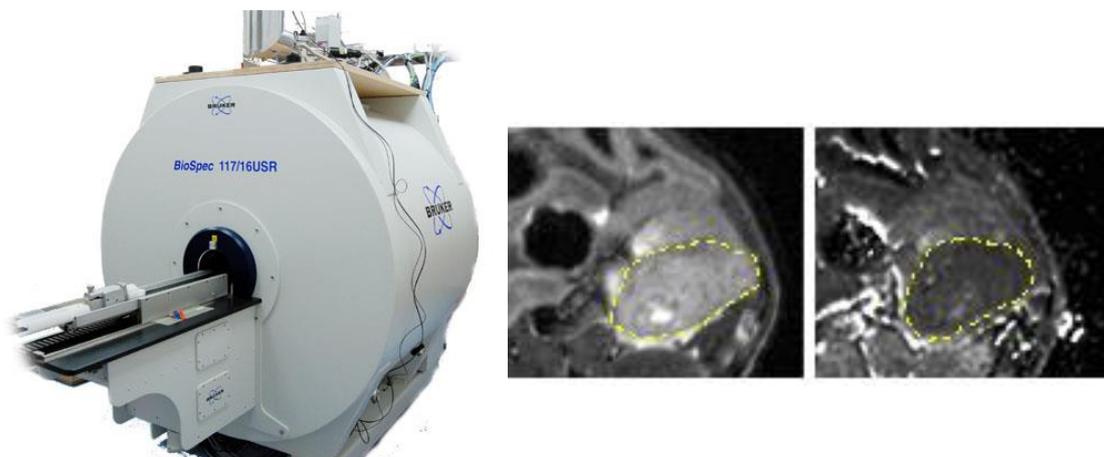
links: Biospec Avance III 94/20 Kleintier-MRT (Bruker Biospin GmbH, Ettlingen); Mitte: T2 gewichtete Aufnahme; rechts: ADC Aufnahme (Linxweiler, Korbelt et al. 2017)
